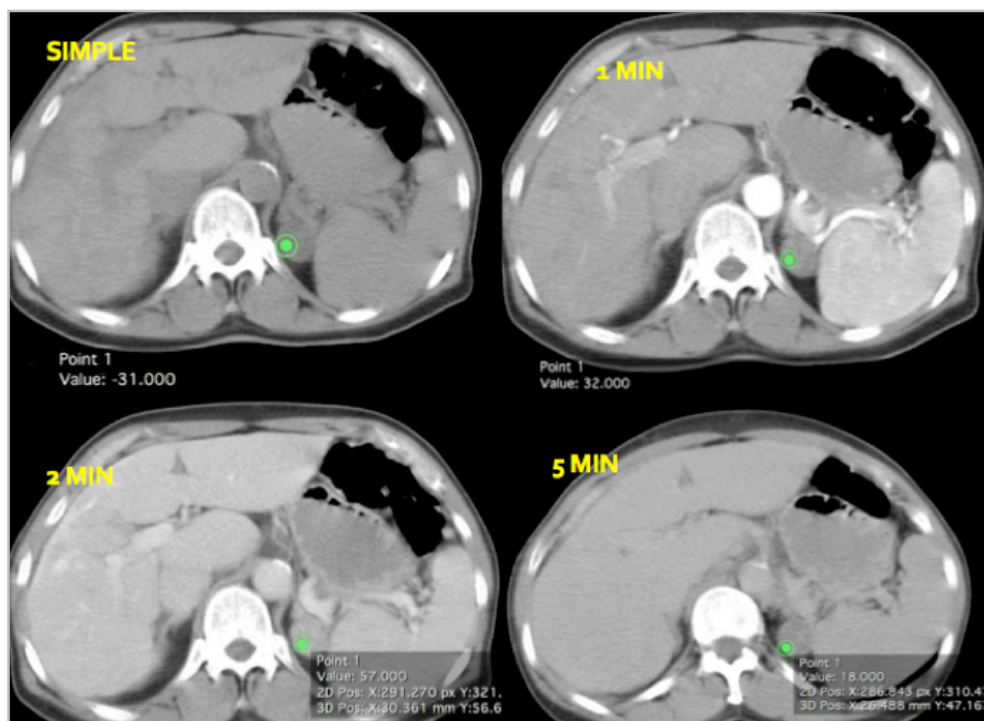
TAC de abdomen contrastado. Adenoma adrenal con rápido aclaramiento de contraste en menos de cinco minutos.
